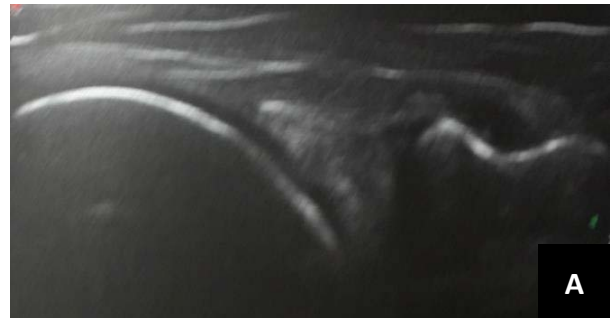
Остеофиты. Больной М.: А – УЗИ. Подколенная медиальная продольная плоскость. Справа – неизмененный ровный контур большеберцовой кости без признаков остеофитов; Б – МРТ. Коронарная плоскость. T1 PD. По медиальному контуру большеберцовой кости краевой остеофит размерами до 2 × 4 мм (стрелка).
